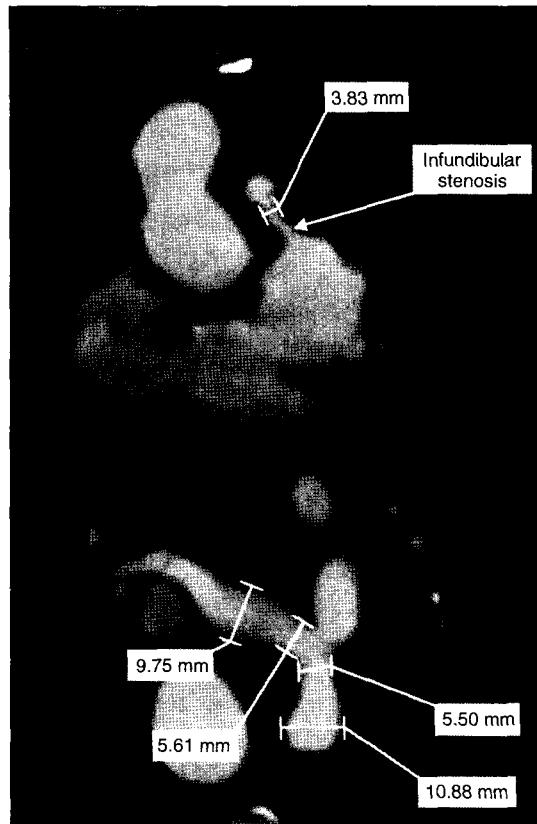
Preoperative computed tomography scan of the reconstructed pulmonary trunk (patient 2), revealing a severe stenosis of conduit distal and proximal anastomosis site.
